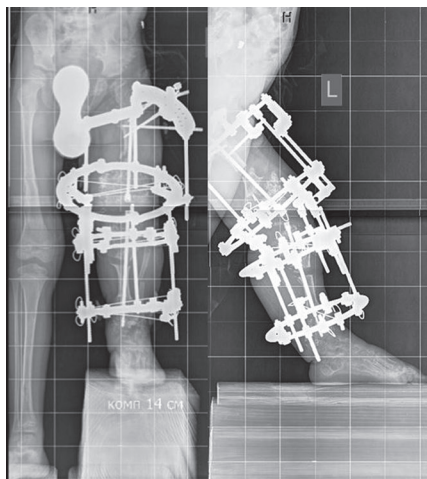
Рентгенограммы на 10-ый день удлинения
